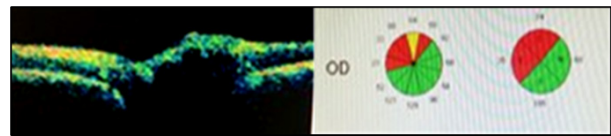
Alteraciones en la tomografía OD
